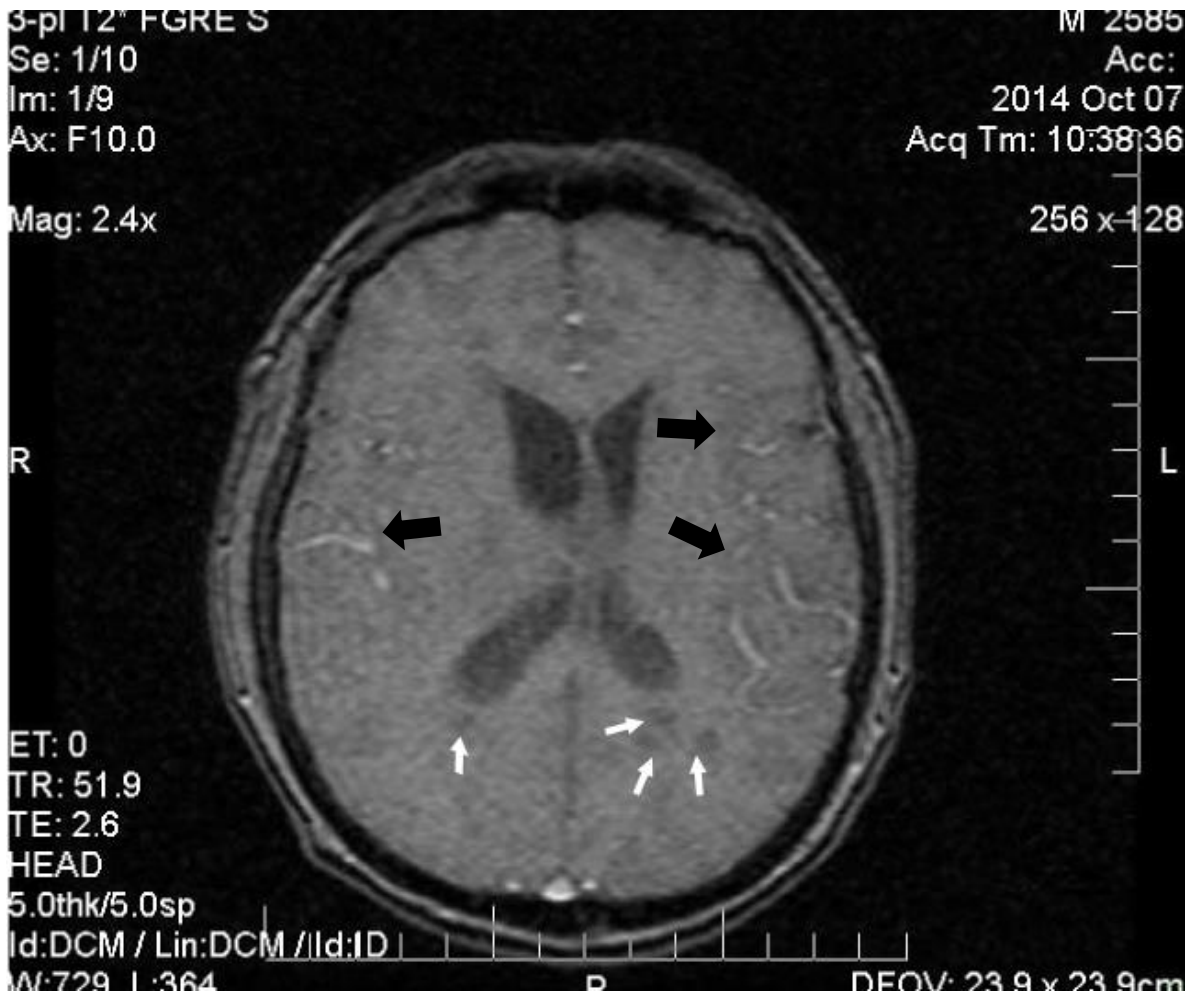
Imagen por resonancia magnética en T2 contrastada con gadolinio de un corte axial que muestra lesiones hipointensas circulares en ambos lóbulos parietales, en la convexidad de las astas temporales (flechas blancas), dilatación de las astas anteriores de los ventrículos laterales y realce de los espacios subaracnoideos en ambos lóbulos temporales por el contraste paramagnético (flechas negras).
